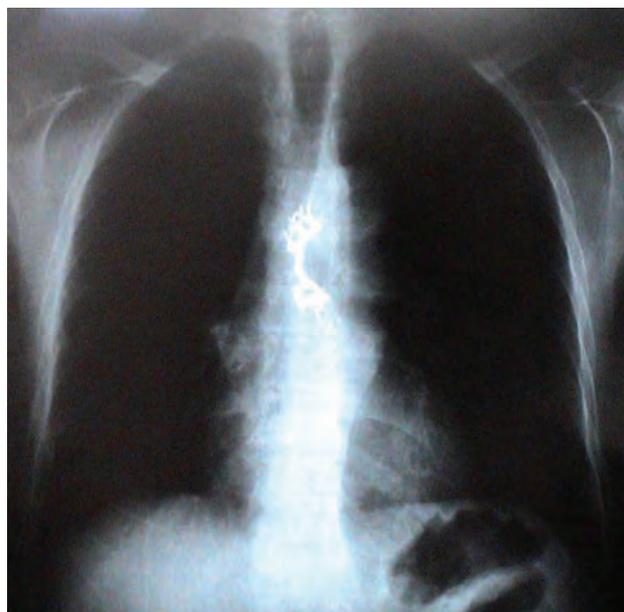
Radiografía de Tórax: Presencia de la prótesis dental en el tercio medio esofágico.
